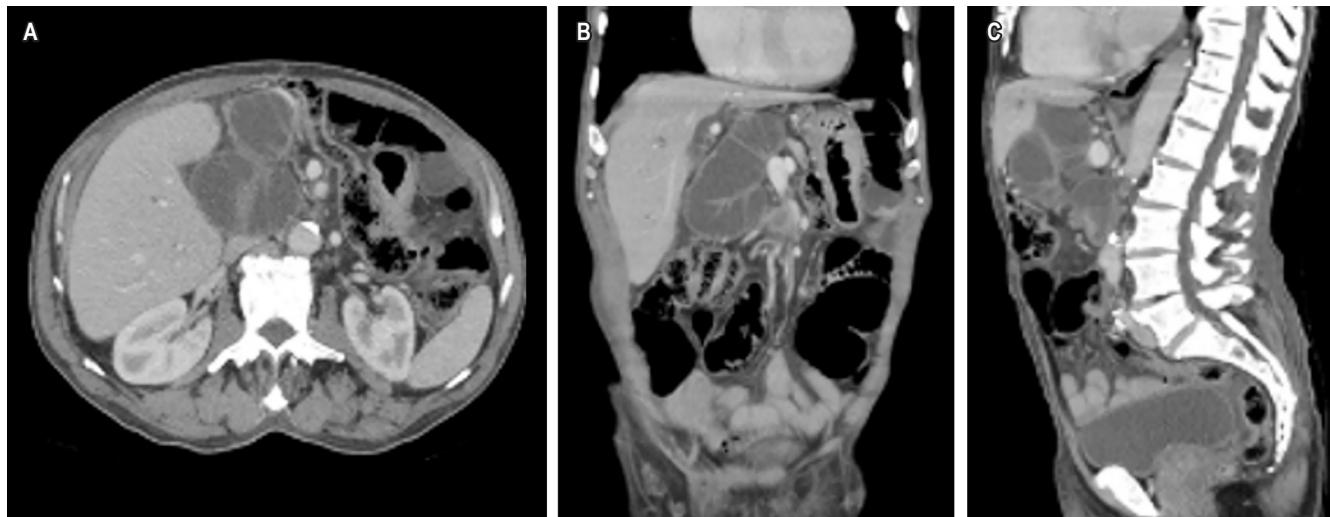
Tomografía de abdomen contrastada con evidencia de compromiso tumoral del asa intestinal de derivación bilioentérica, ocluyendo su luz y causando dilatación retrógrada. A. Corte axial. B. Corte coronal. C. Corte sagital. Imágenes propiedad de los autores.
